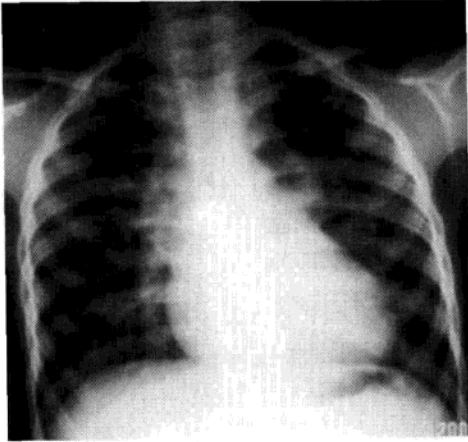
心上型完全性肺静脉异位引流“8”字形心脏正位 X 线平片
